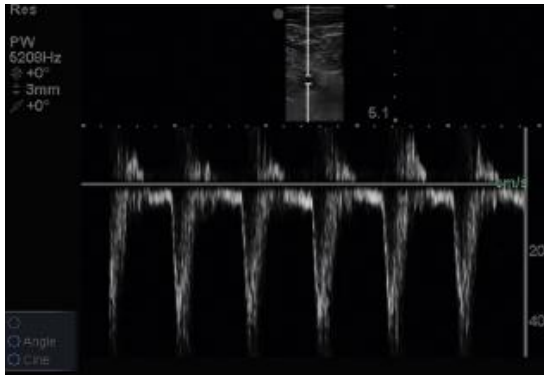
Imagen de Doppler espectral de las velocidades de la arteria femoral (modificado de Soni, Arntfield, & Kory, 2015).
